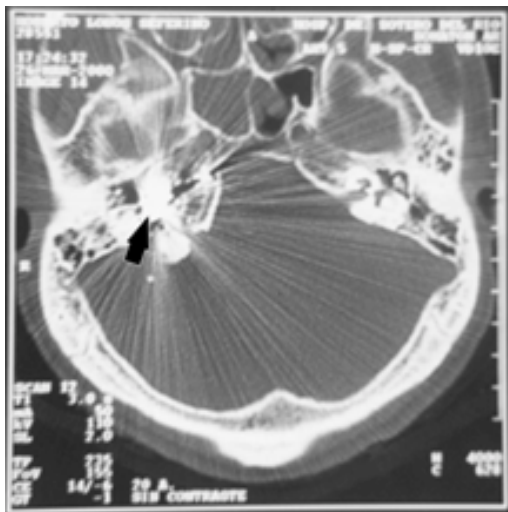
Tomografía computada de cerebro de paciente N°2. Se aprecia una fractura conminuta del hueso temporal derecho, con proyectil metálico alojado en el peñasco (flecha). Extensa hemorragia subaracnoidea asociada.
